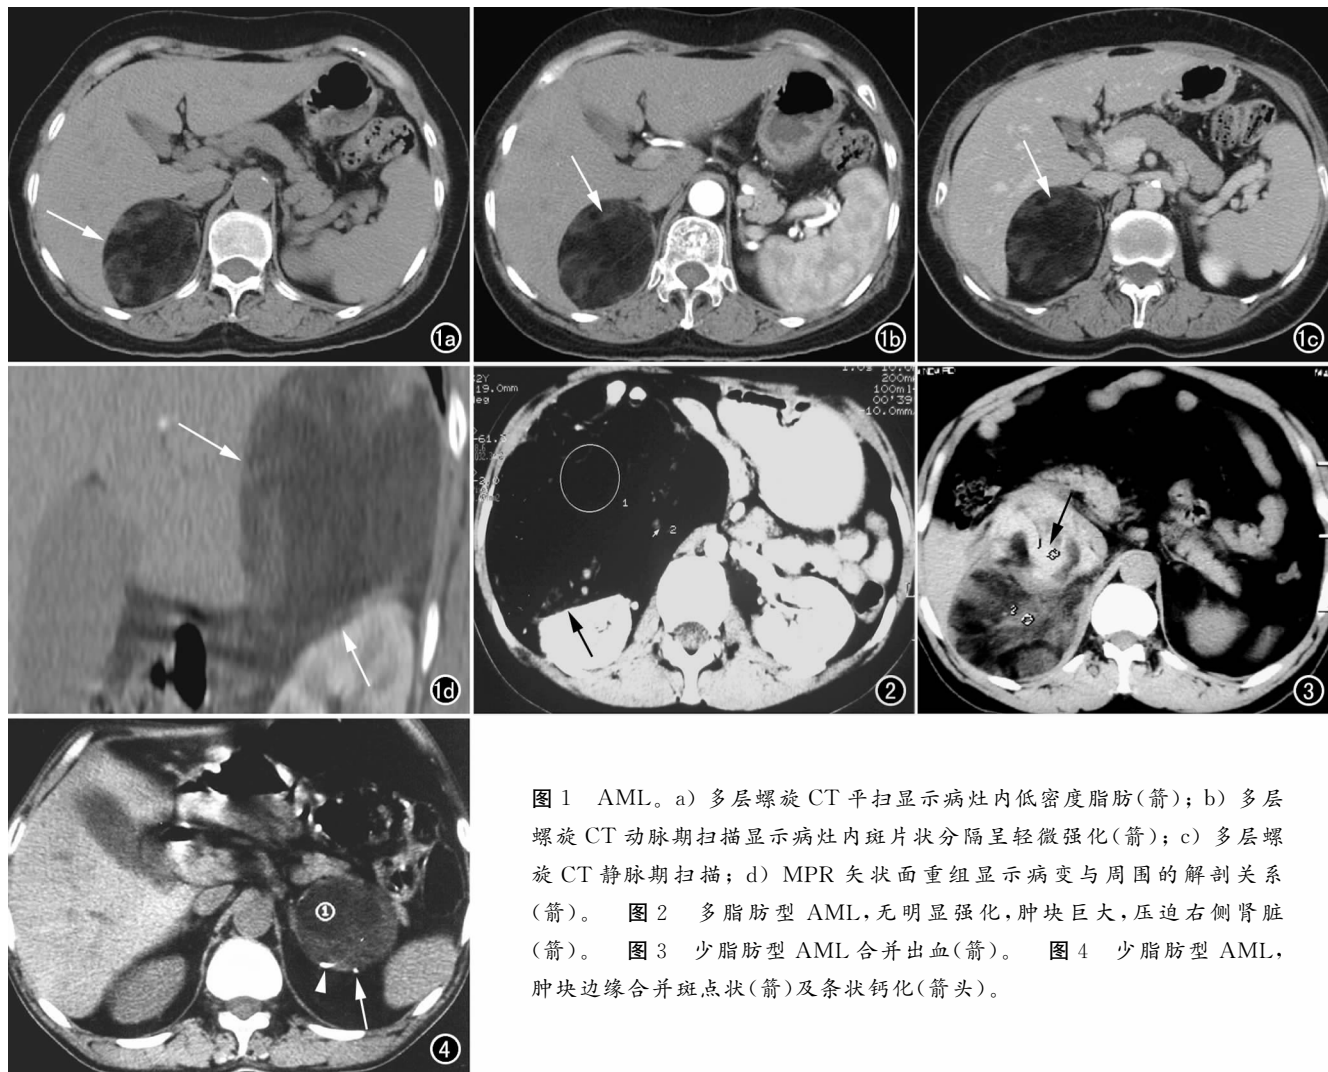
AML。a) 多层螺旋CT平扫显示病灶内低密度脂肪(箭); b) 多层螺旋CT动脉期扫描显示病灶内斑片状分隔呈轻微强化(箭); c) 多层螺旋CT静脉期扫描; d) MPR矢状面重组显示病变与周围的解剖关系(箭)。图2 多脂肪型AML,无明显强化,肿块巨大,压迫右侧肾脏(箭)。图3 少脂肪型AML合并出血(箭)。图4 少脂肪型AML,肿块边缘合并斑点状(箭)及条状钙化(箭头)。
